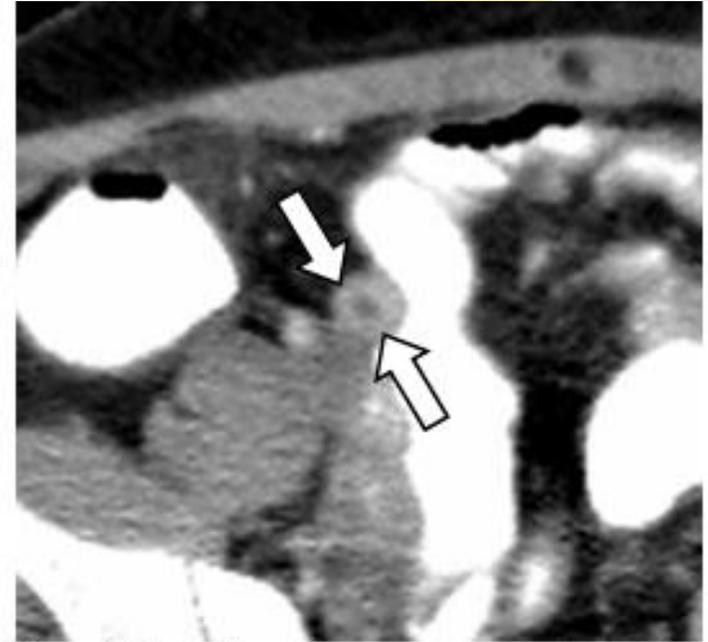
Corte axial de una TC con medio de contraste que muestra el apéndice engrosado, con pseudoestratificación de sus paredes, lo que configura el signo de la 'Diana' (flechas).
